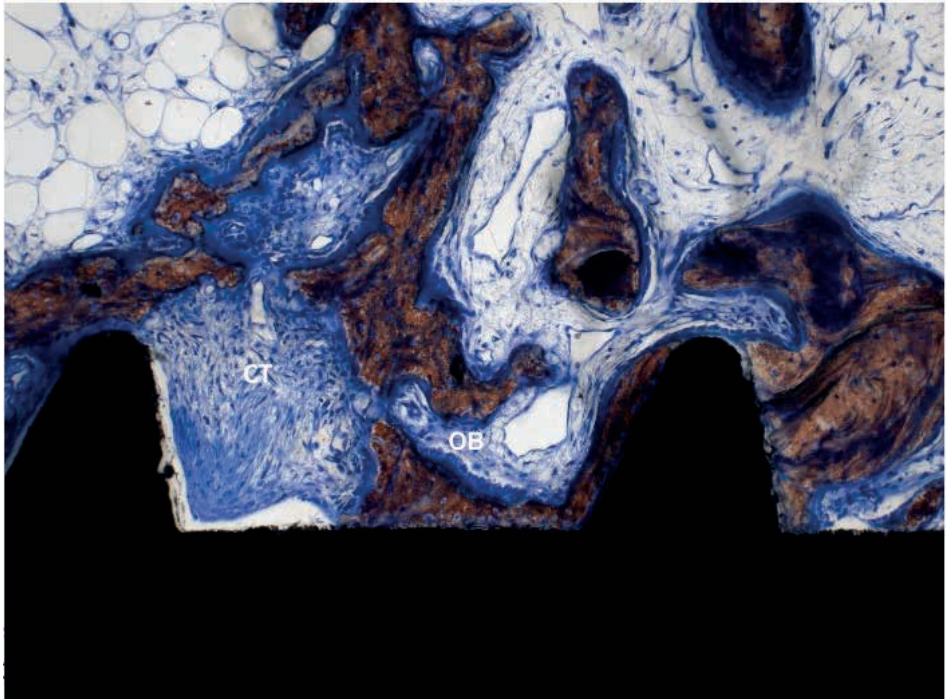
Immature connective tissue area (CT) between newly formed bone and implant body.
